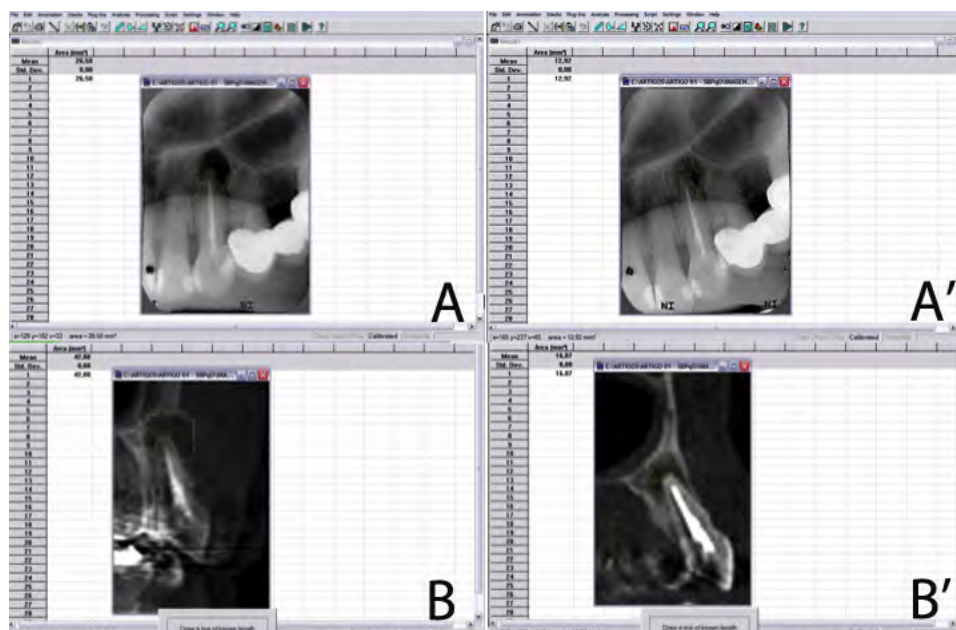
Imagens radiográficas e tomográficas da delimitação de lesões periapicais, de um mesmo elemento dental, aos períodos final do tratamento endodôntico (T0) e três meses de preservação (T1). A: Radiografia periapical digitalizada ao final do tratamento endodôntico (T0); A': Radiografia periapical digitalizada aos três meses de preservação (T1); B: TCFC ao final do tratamento endodôntico (T0); e B': TCFC aos três meses de preservação (T1).
